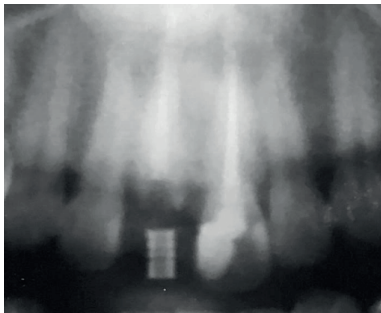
Alio loco angefertigtes Orthopantomogramm vor Extraktion des Zahnes 11.
